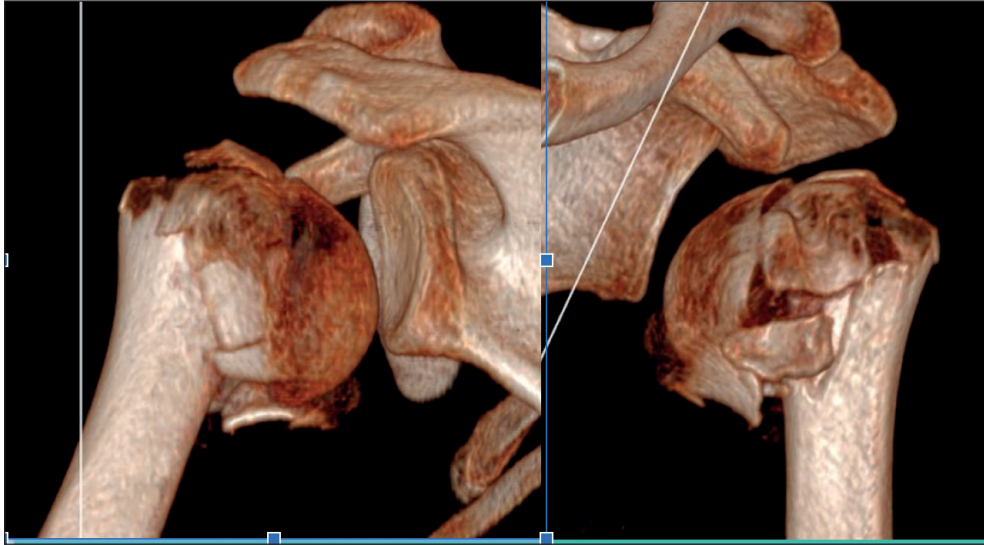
Reconstrucción 3D TAC segunda paciente.
